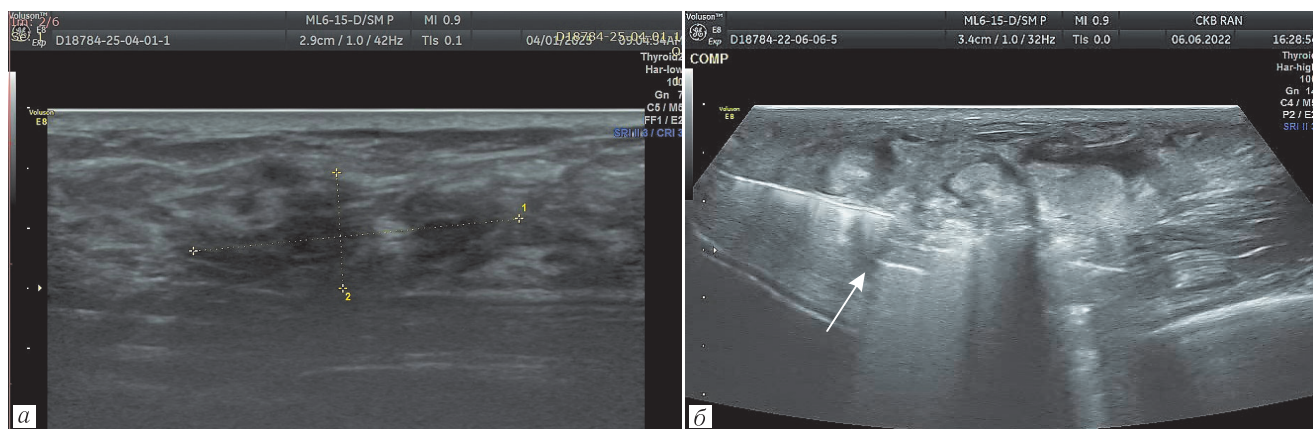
Интраоперационное УЗИ. УЗ-картина изменений молочной железы в зоне оперативного вмешательства: *а* — отек ткани молочной железы в зоне операции (желтые метки); *б* — УЗ-картина vaporизации жидкости при осуществлении гемостаза путем лазерной коагуляции (стрелка)
